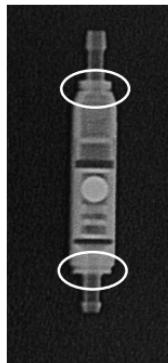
Cliché radiographique de la paedIGAV (9/24 cmH₂O)
